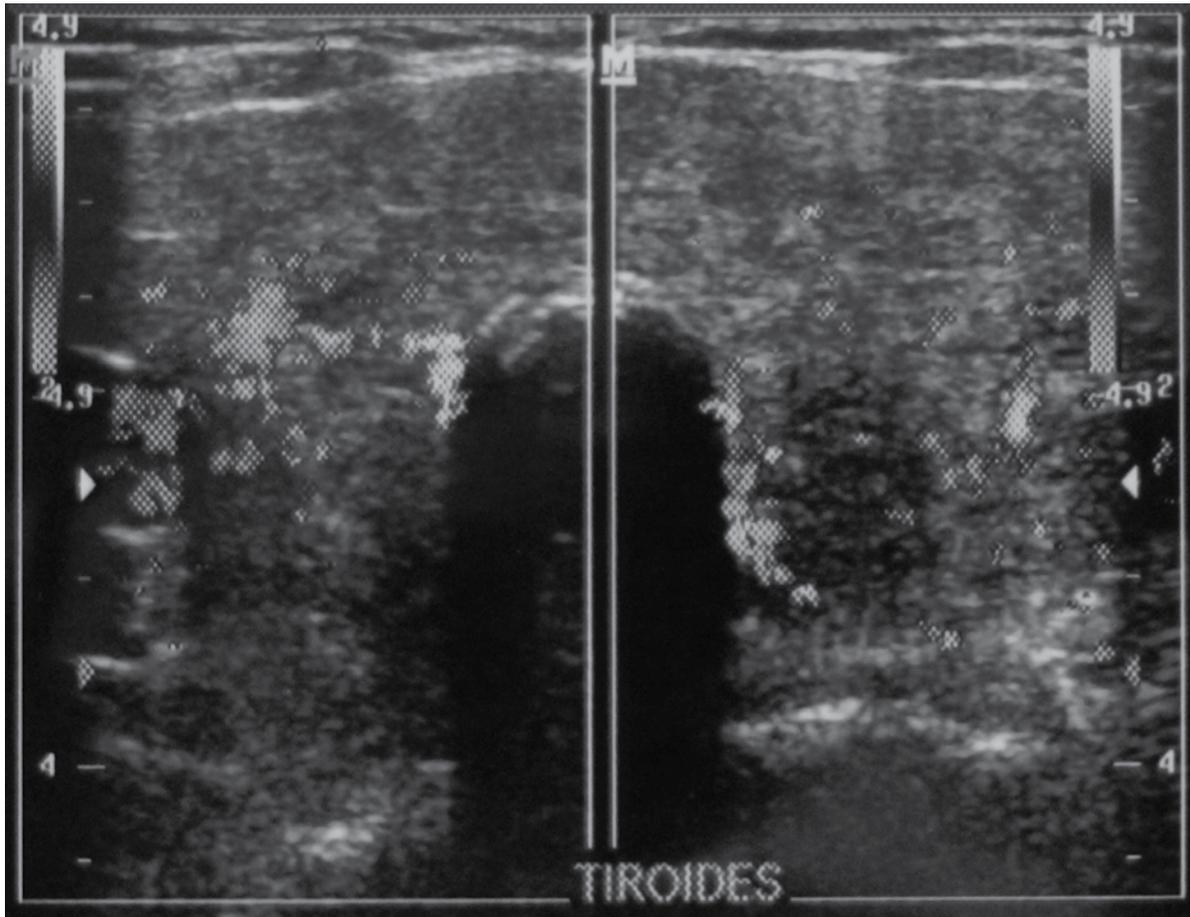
Ultrasonido tiroideo en escala de grises que muestra un corte transversal de los lóbulos tiroideos. Se observa aumento en sus dimensiones, bordes irregulares y parénquima heterogéneo a expensas de múltiples nódulos hipocogénicos e isoecogénicos mal definidos.
